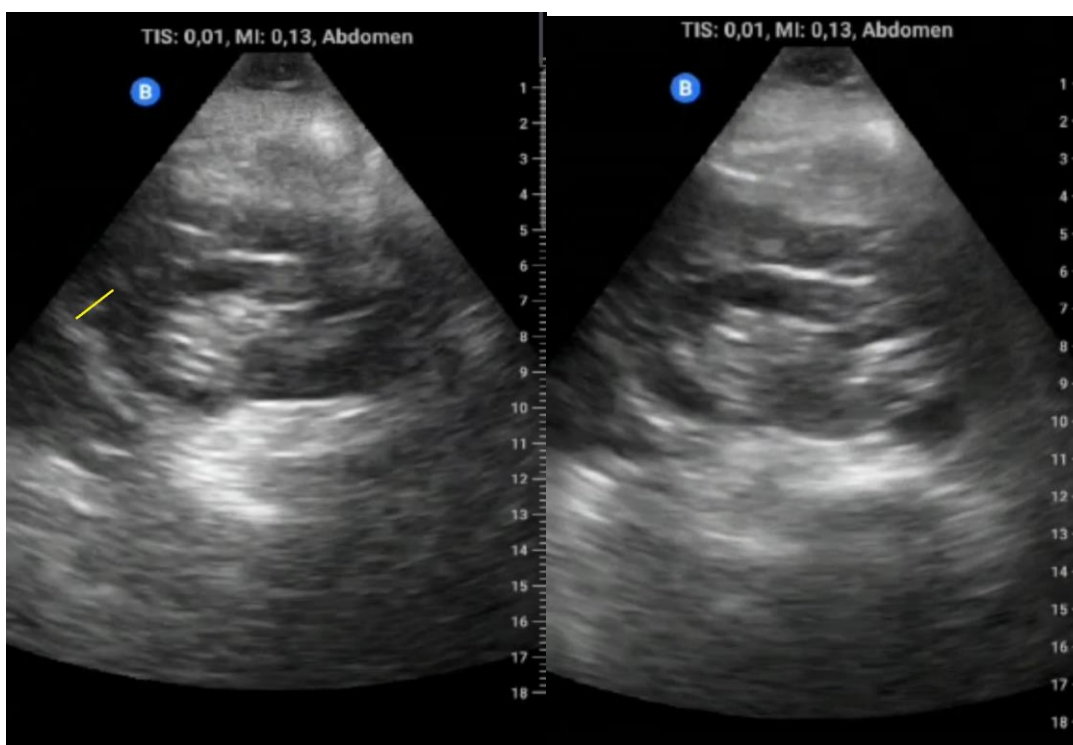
Cortes transversales de la vesícula biliar. Estudio dificultoso por la existencia de gran contenido gaseoso intestinal. Encontramos una vesícula biliar contraída con contenido litiásico en su interior. No visualizamos bien delimitadas las paredes de la vesícula, pero objetivamos que aún puede existir la colección descrita en las ecografías de 2020 con una medición aproximada de 20 mm.
